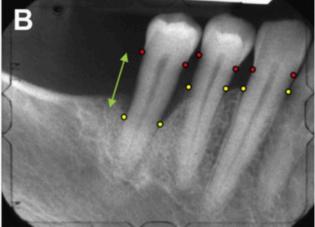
Evidencia radiográfica de periodontitis severa. (A) Radiografía periapical que muestra una pérdida ósea avanzada alrededor de los molares. (B) La misma imagen analizada, donde los puntos rojos marcan la Unión Cemento-Esmalte (nivel de referencia) y los puntos amarillos trazan la cresta ósea actual. Se evidencia un defecto óseo vertical o angular profundo, un signo característico de la periodontitis avanzada (Estadio III/IV).
